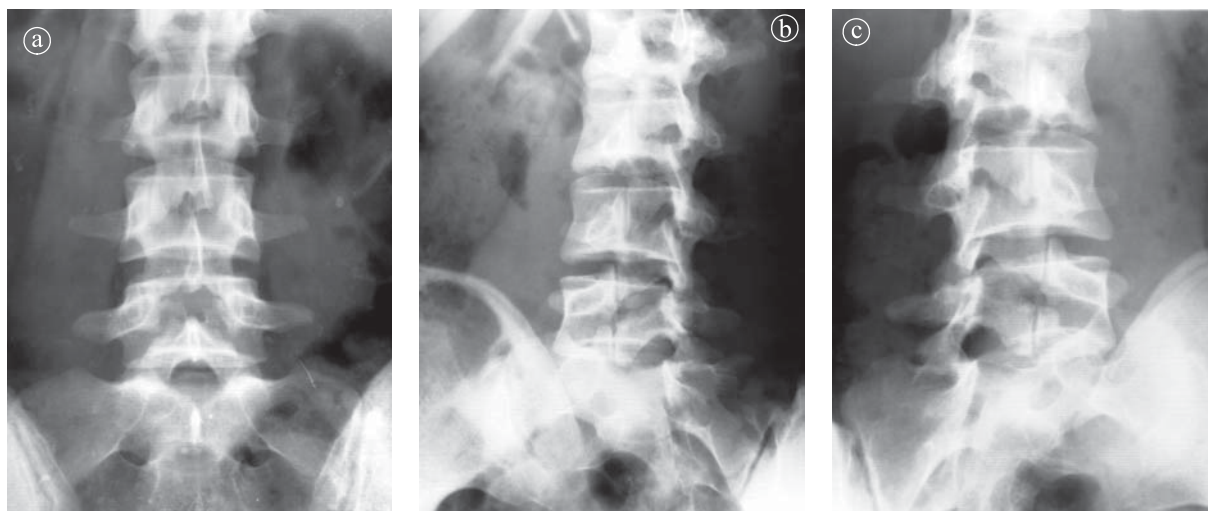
15. Spondiloză istmică bilaterală L5. Radiografie lombară a) incidență AP, b) și c) incedențe  $\frac{3}{4}$  dreaptă și stângă.
